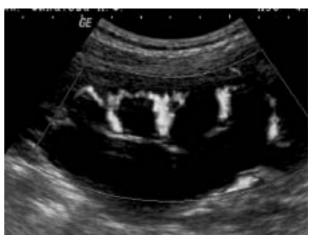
УЗИ ребенка 2 лет с гидронефрозом из 2-й группы. а — В-режим, б — энергетическое допплеровское картирование.
